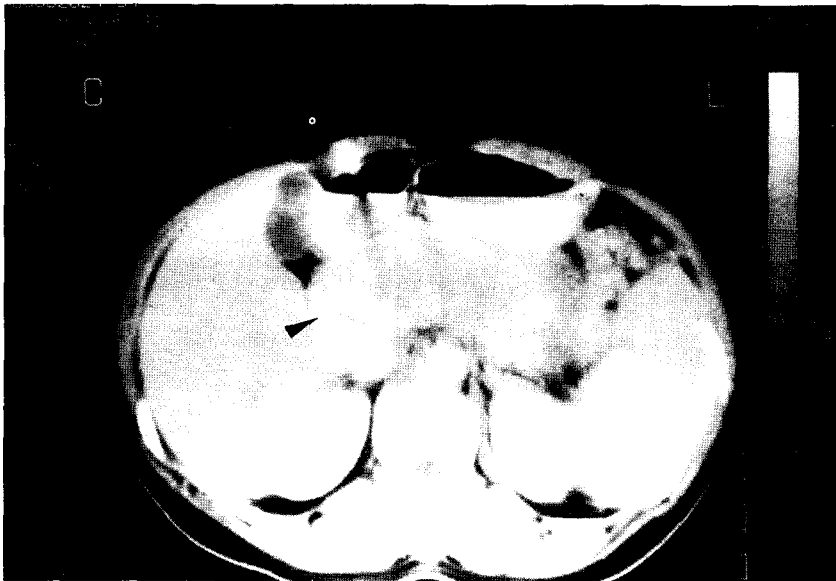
After contrast-enhancing abdominal CT film shows diffusely enlarged body and tail portion of the pancreas with nodular contour (arrow head), and obliteration of posterior perigastric fat plane.
